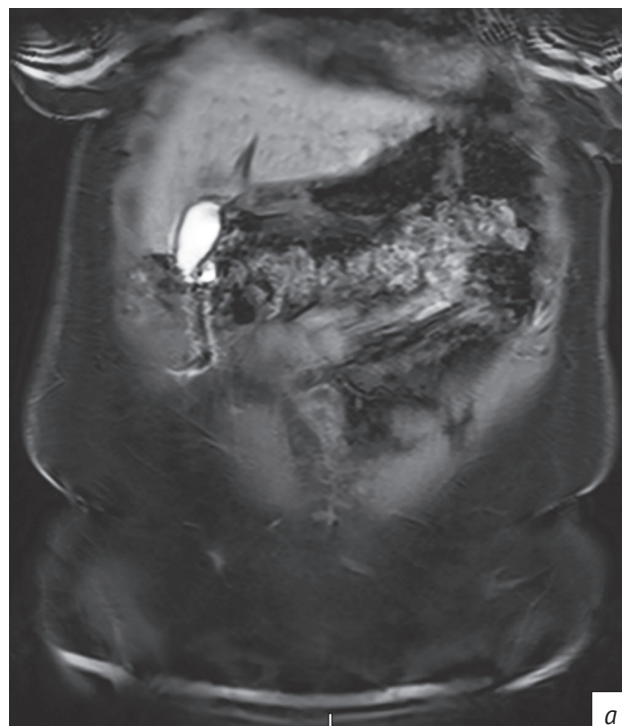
Пациентка П. МРТ брюшной полости, T1 FS:
